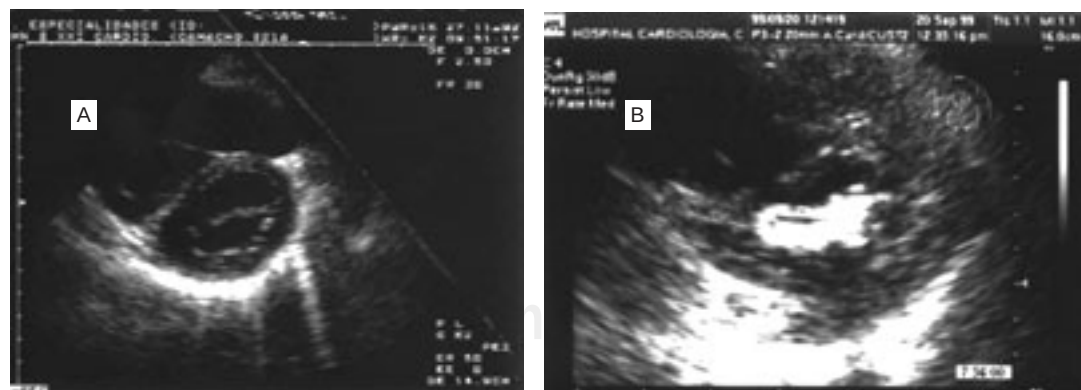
Ecocardiograma bidimensional eje corto a nivel de la válvula mitral. A: Válvula mitral normal. B: Calcificación muy importante de todo el borde la válvula más marcado de la valva posterior, con calcificación de ambas comisuras, principalmente la comisura lateral, aprecie el área del orificio mitral muy disminuido.
